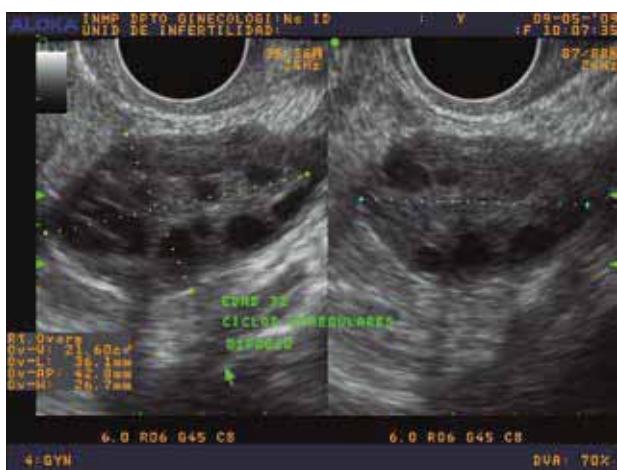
Medición ultrasonográfica del volumen ovárico en los tres planos ortogonales.
